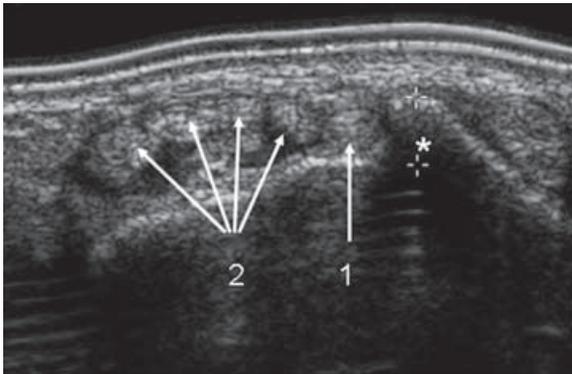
Aspect échographique normal en coupe axiale du tendon long extenseur du pouce : (1) positionné au contact du versant médial du tubercule de Lister (astérisque) et en dehors des tendons extenseurs communs des doigts (2).
